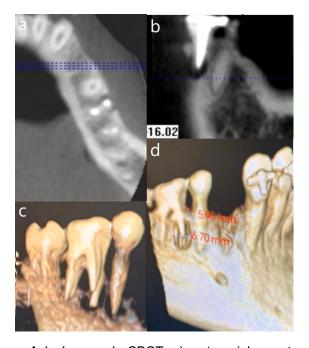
Imágenes de CBCT, a) corte axial muestra perdida de tabla vestibular en tercio apical de raíz mesiovestibular, b) corte transagital muestra lesión en raíz mesial, mientras que en raíces distales no se observan datos patológicos en ápices, incluso es visible una cobertura completa de raíces dentro de hueso alveolar,c) se observan 4 raíces del molar afectado, d) medidas de la lesión menores a 6 mm.
